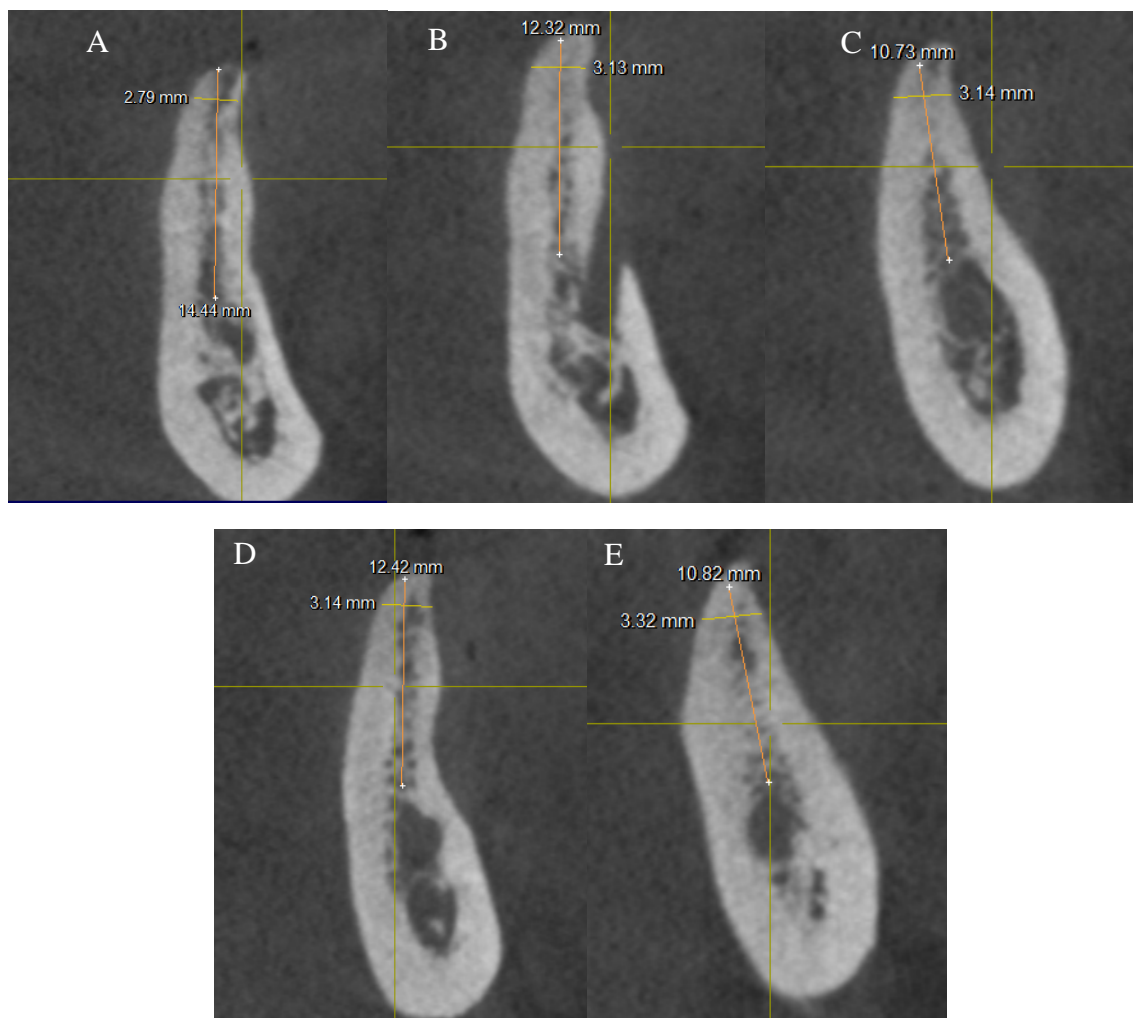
A,B,C,D,E - Tomografia computadorizada dentes 34,35,36 e 46,47.
